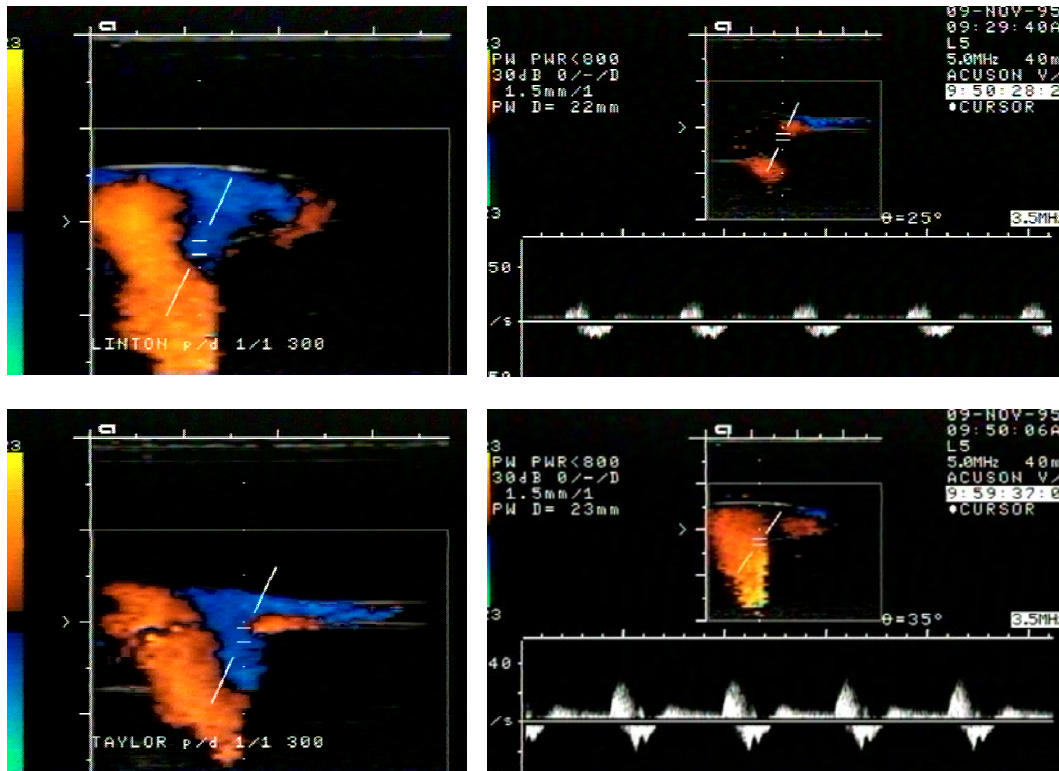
Ableitung des Dopplerspektrums am Meßpunkt 7 für Linton Patch (oben) und Taylor Patch (unten). Die Plazierung des Dopplergates (rechts) orientierte sich jeweils an der FKDS (links).
